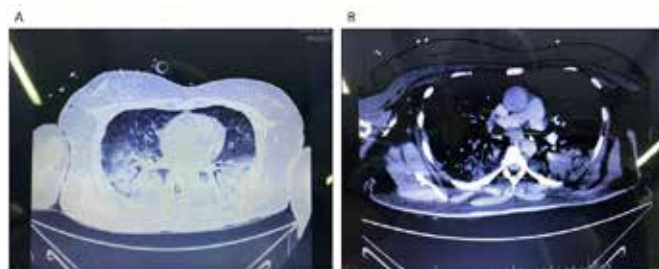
Imagem de angiotomografia de tórax. A: Opacidades em vidro fosco e espessamento do interstício peribroncovascular, compatível com edema pulmonar; B: Artérias pulmonares aumentadas, atenuação da vasculatura pulmonar periférica e aumento do ventrículo direito, sugestivos de hipertensão pulmonar, sem sinais de oclusão arterial de grades ou médios vasos.
